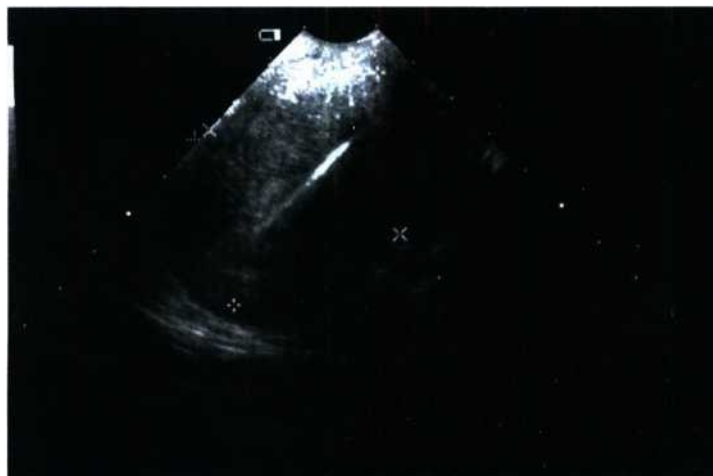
УЗИ (фрагментарные остатки ВМК в миометрии и полости матки)
